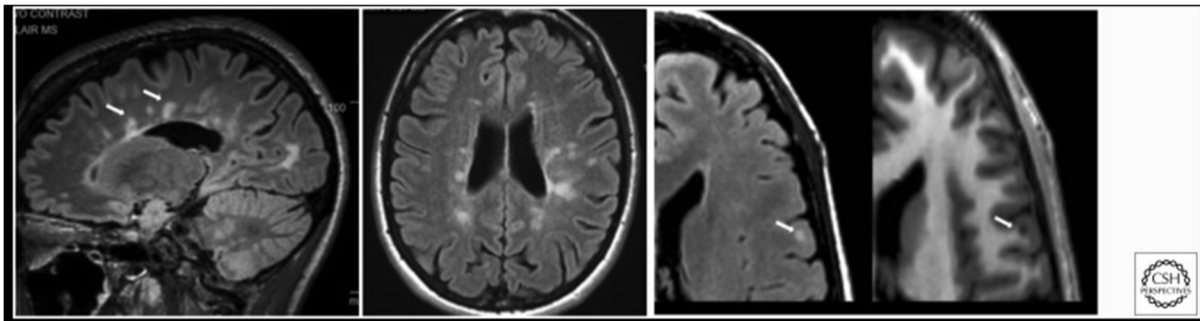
lésions inflammatoires de sclérose en plaques en séquence T2 FLAIR, d'après Hemond et Bakshi (26)
